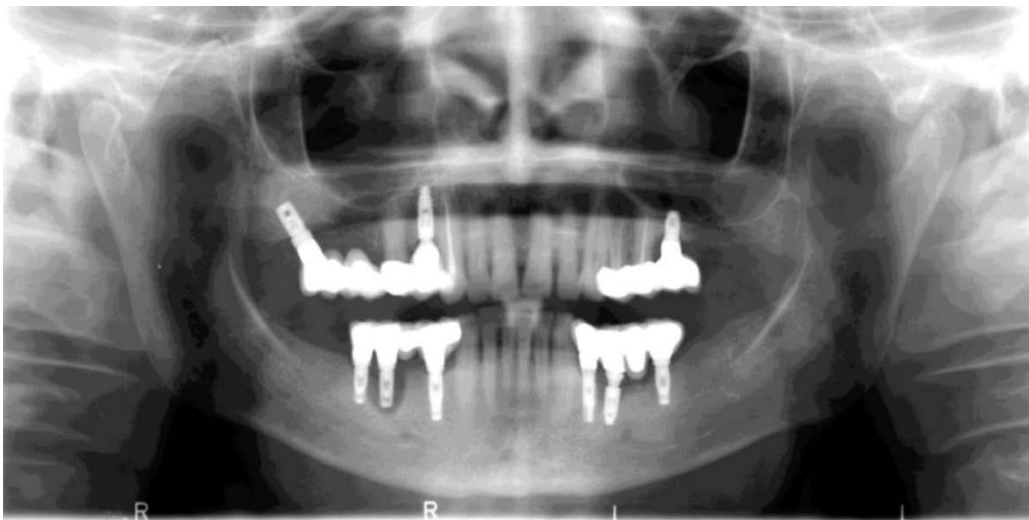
Radiografía del 7 de septiembre del 2011. [Fuente: Hospital Clínico San Carlos]
